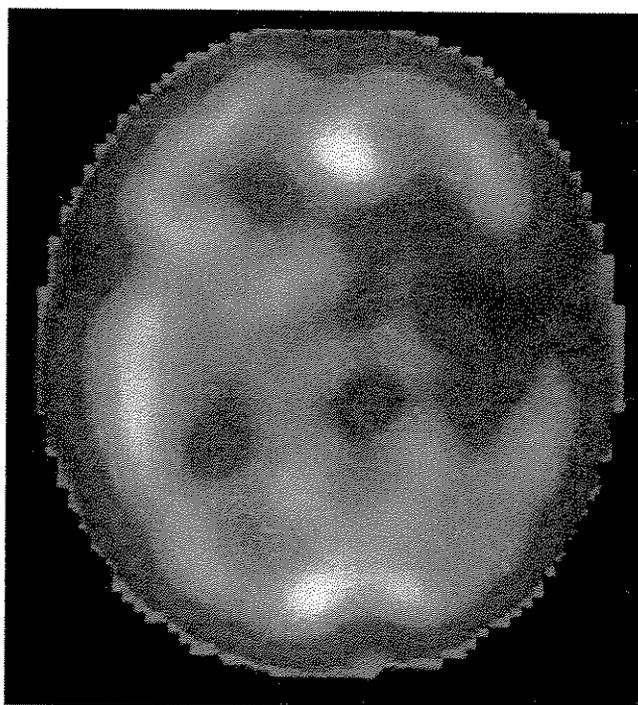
Sujeito 1 GHM SPECT: Cintilografia de perfusão cerebral em 06/06/2002 em paciente acometido por DCVI aos 4 anos e 10 meses de idade.
